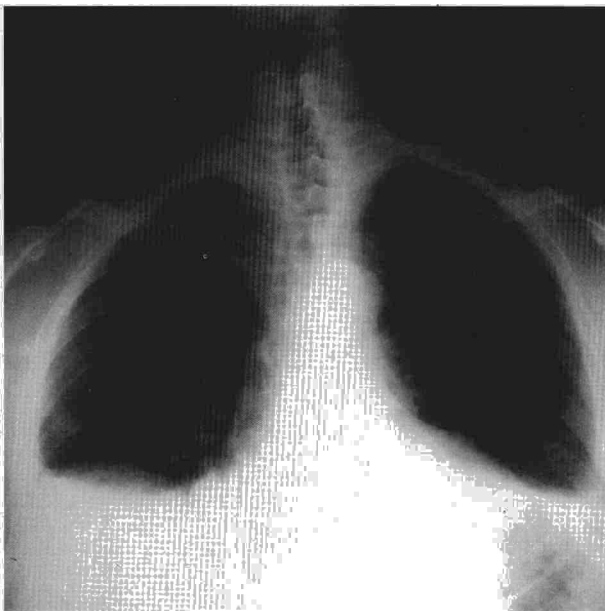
Radioscopia PA y TAC torácicas correspondientes al caso citado en el texto.
